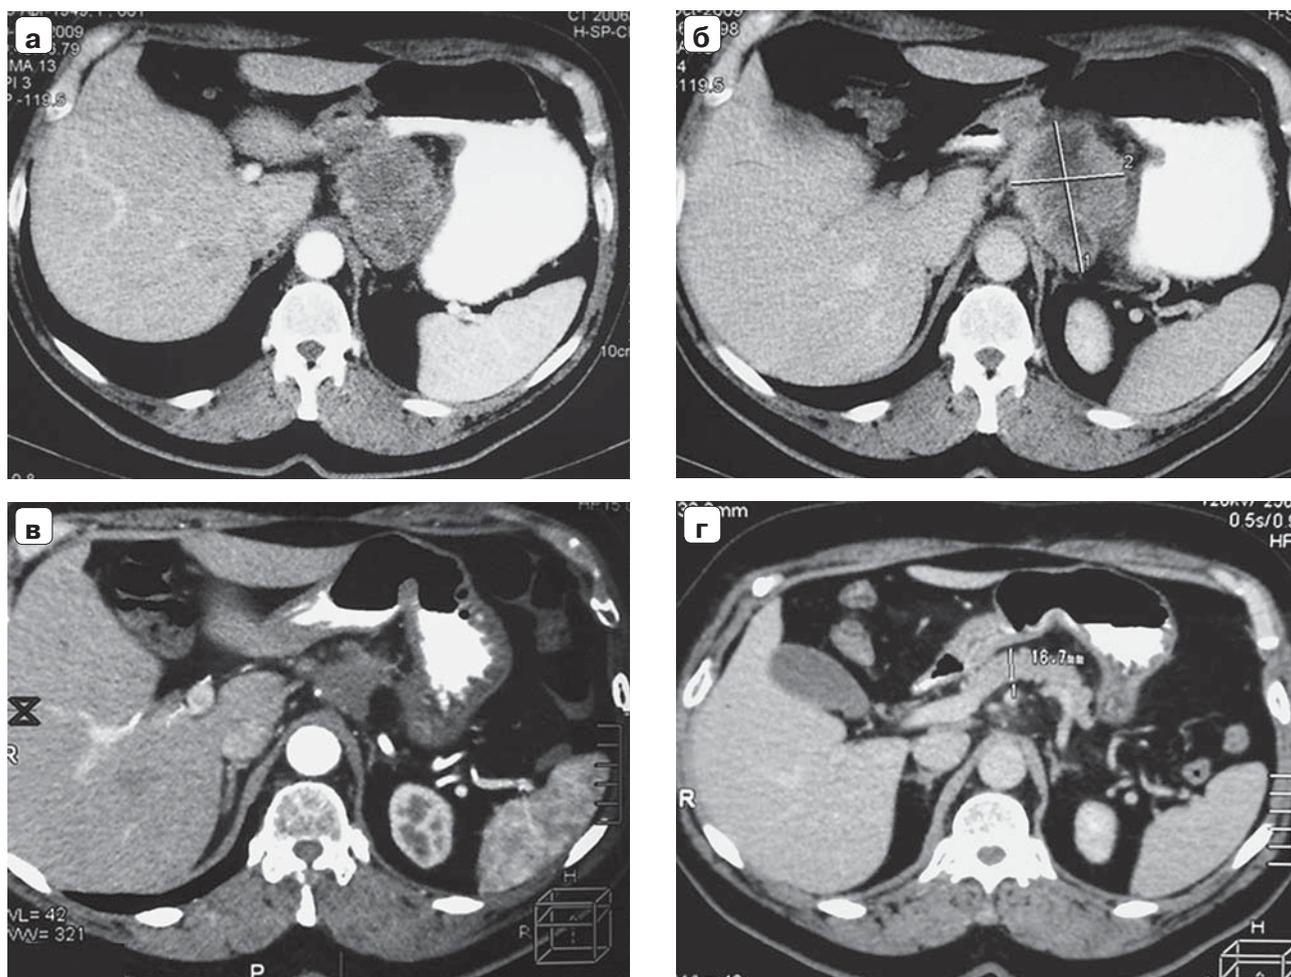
Компьютерная томограмма. Рак поджелудочной железы IV стадии: а – до УЗА; б – через 1 мес после УЗА; в – через 1 год после УЗА; г – через 2 года после УЗА.
